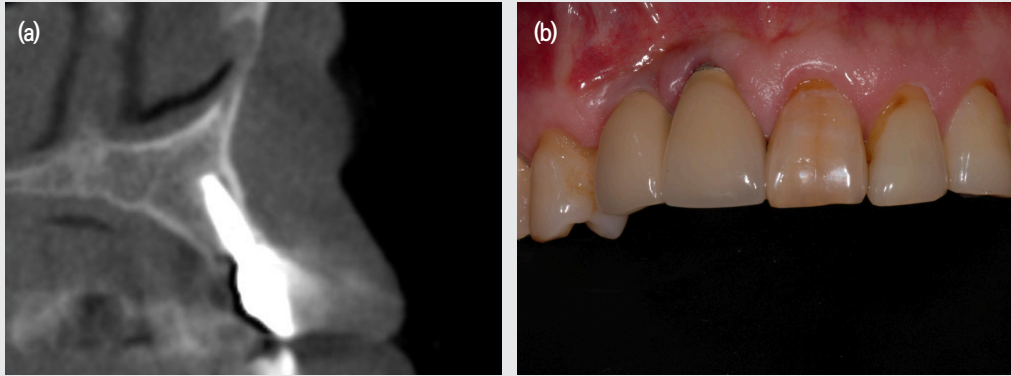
전치부 임플란트 증례. 상악 우측 중절치와 측절치 부위에 발치와 동시에 임플란트 식립 후 5년째 기능중이지만, 방사선사진상 협착골이 흡수된 모습을 관찰된다. 또한 임상사진에서 협착 변연의 퇴축으로 비심미적 결과를 보인다.
